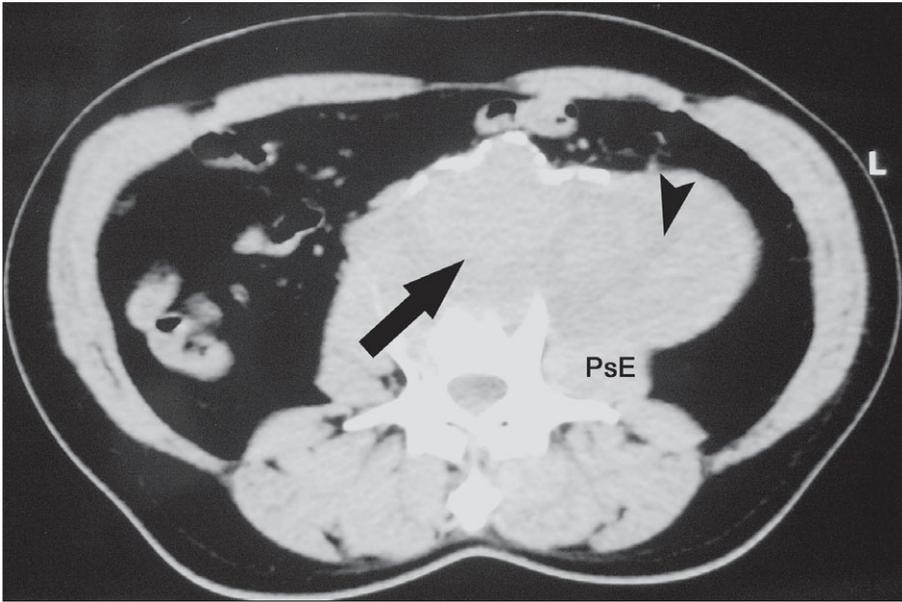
Tomografia computadorizada de abdome sem contraste endovenoso mostrando aneurisma da aorta infra-renal (seta negra), associado à massa heterogênea envolvendo a região do aneurisma e se estendendo para a região paravertebral bilateralmente, mais acentuadamente à esquerda (ponta de seta negra), onde se apresenta sem nítido plano de clivagem com o músculo psoas (PsE).
